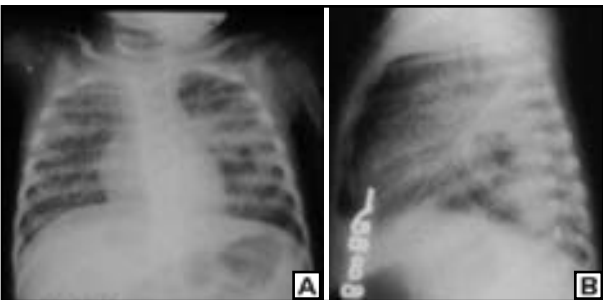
Tísica primária. Em “A” radiografia em PA demonstrando disseminação canalicular e miliar da tuberculose, além de cavidade localizada no segmento 6 à esquerda, melhor visualizada no perfil (“B”).
